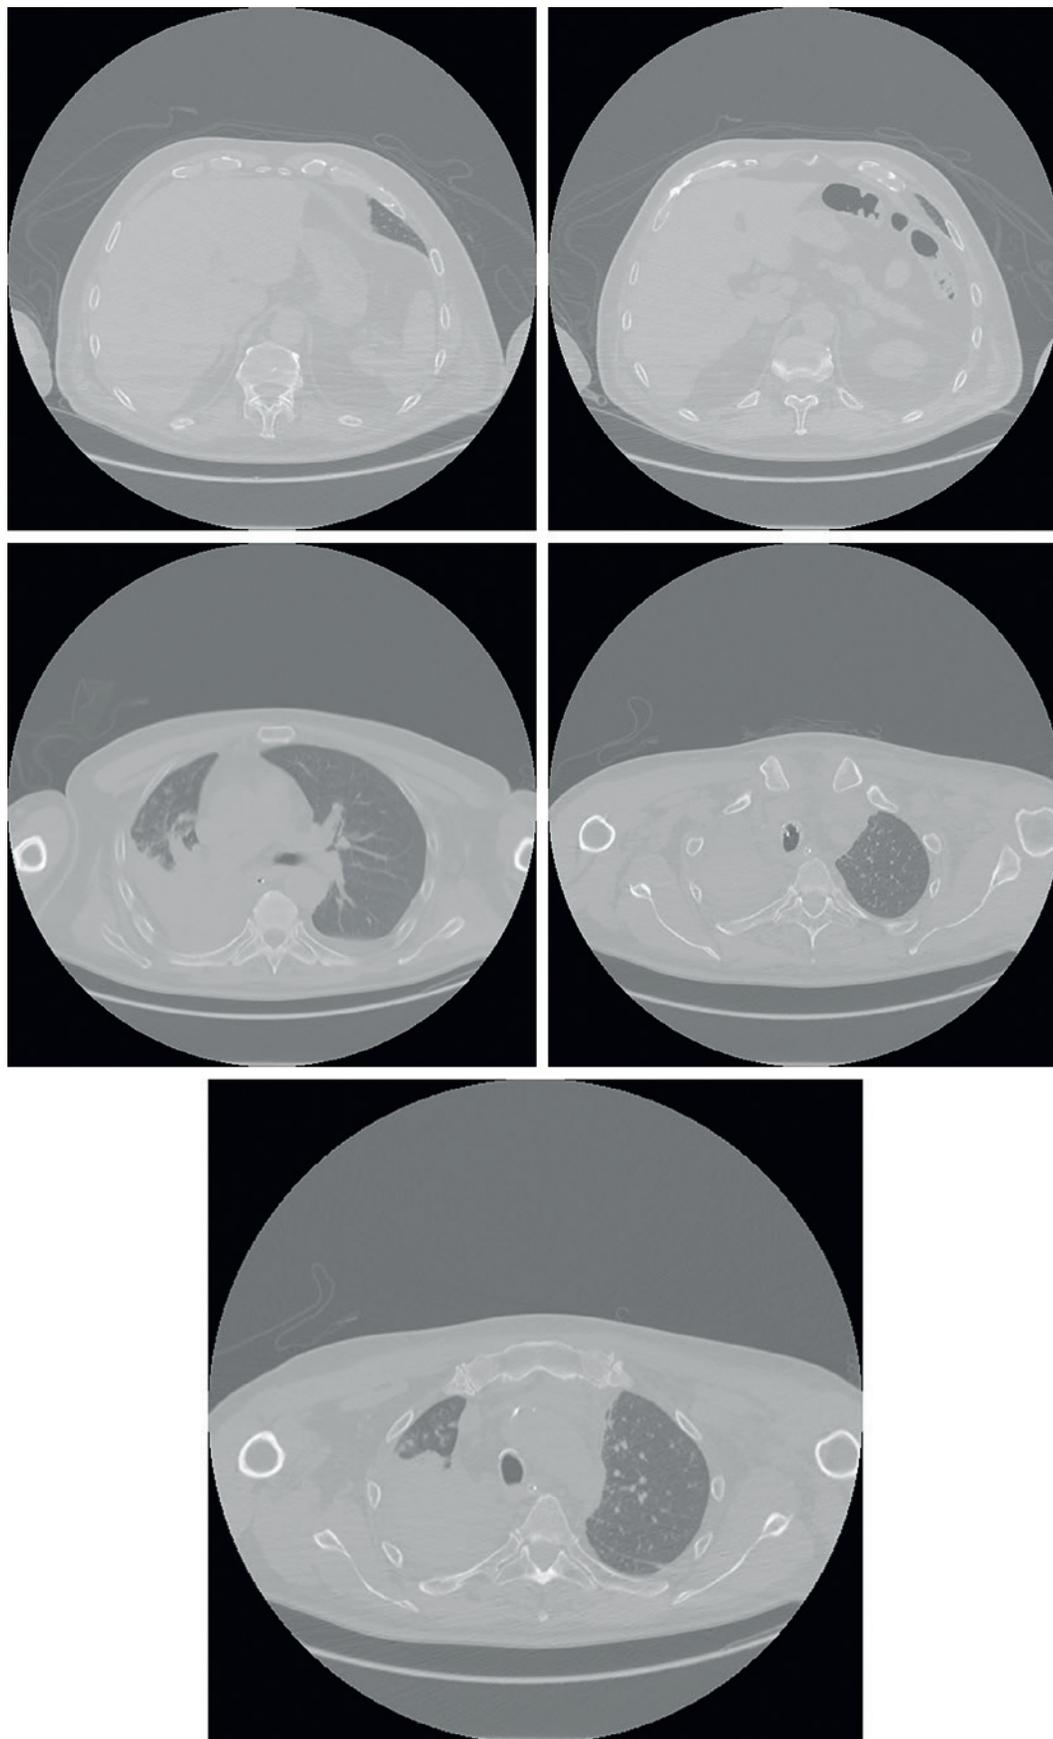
Иллюстрация случая с помощью КТ-изображений. КТ-сканирование, демонстрирующее нисходящий медиастенит
